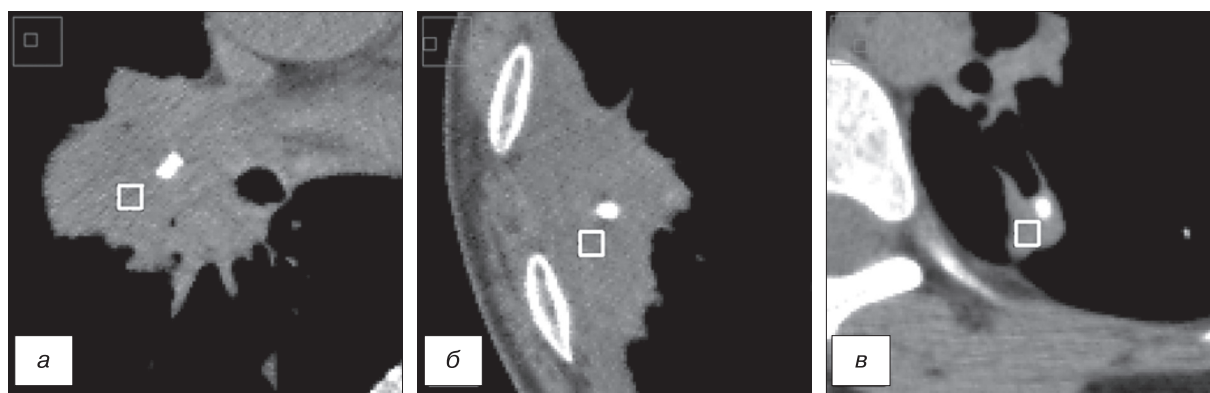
Проведение прямой выборки с исключением кальцинов в выделенных зонах интереса значений пикселей. Компьютерные томограммы органов грудной клетки.
